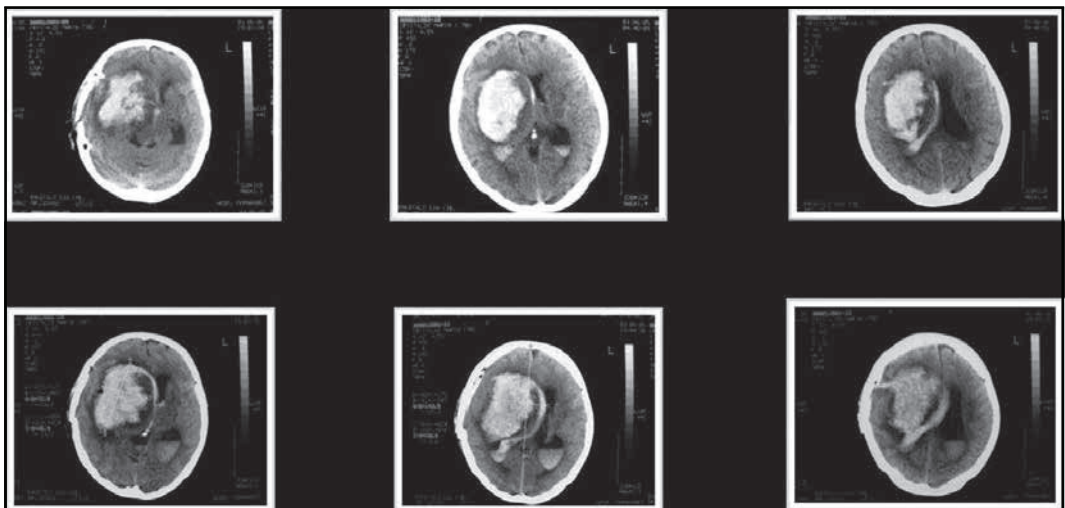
Resangrado temprano secundario a cirugía ultra temprana. En la fila superior se aprecia la TC al ingreso de la paciente, con un voluminoso HIC. En la fila inferior se expone la TC posoperatoria, indicada al aumentar los valores de PIC, donde se observa el resangrado, tal cual lo describió Morgenstern
